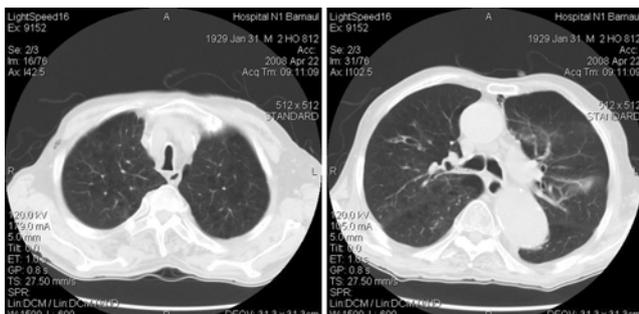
Компьютерные томограммы в прямой проекции органов грудной клетки больного 79 лет после удаления эндобронхиального клапана
